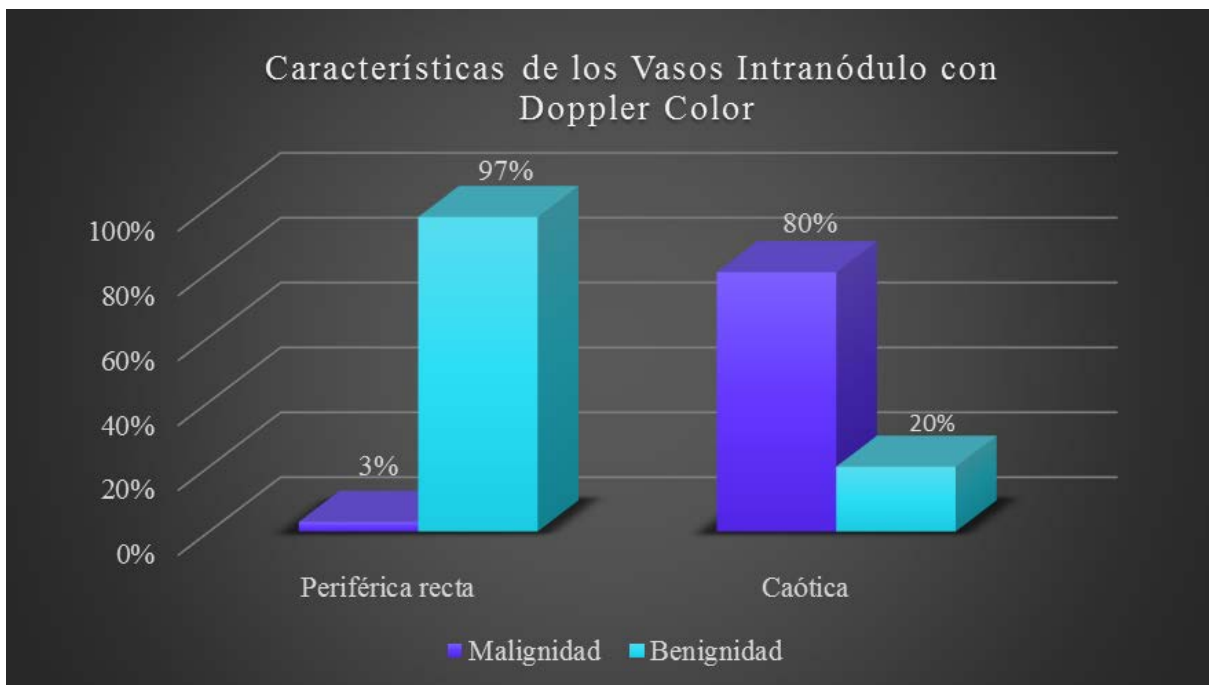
Distribución de benignidad y malignidad en función de la distribución de la vascularización intranódulo con Doppler color.
